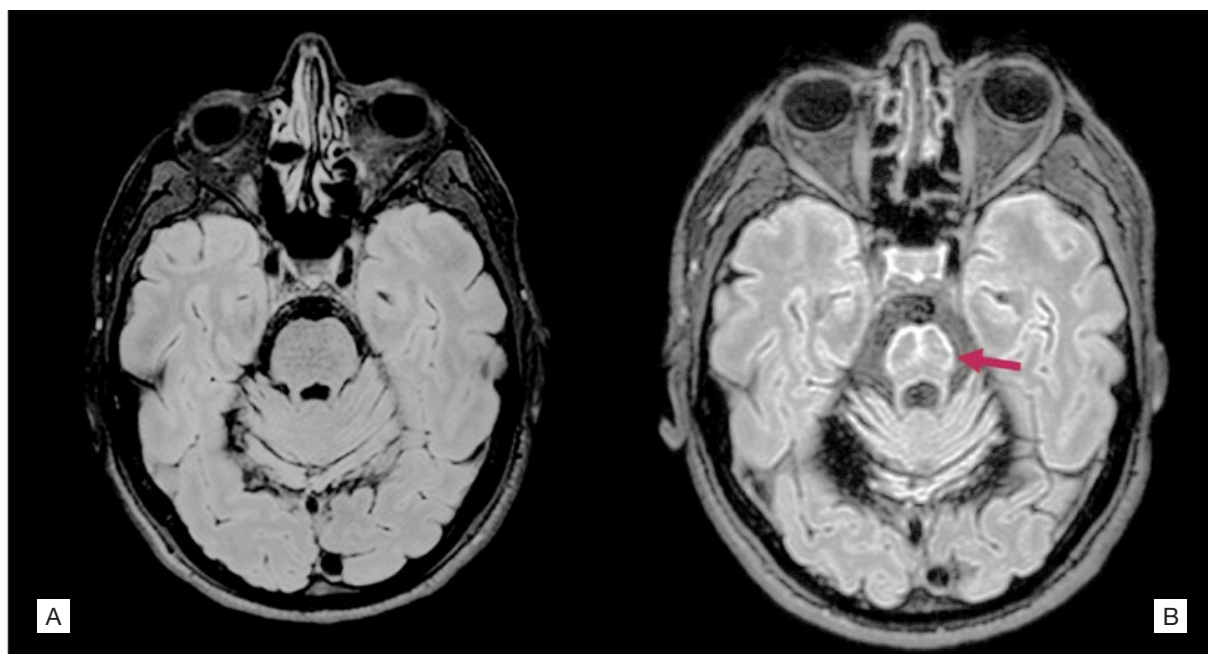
RM crânio-encefálica, cortes axiais em ponderação T2-FLAIR em 2011 [A] e 2021 [B]. Identifica-se atrofia do cerebelo, tronco cerebral e pedúnculos, assim como a presença do sinal *hot-cross-bun* (seta).
